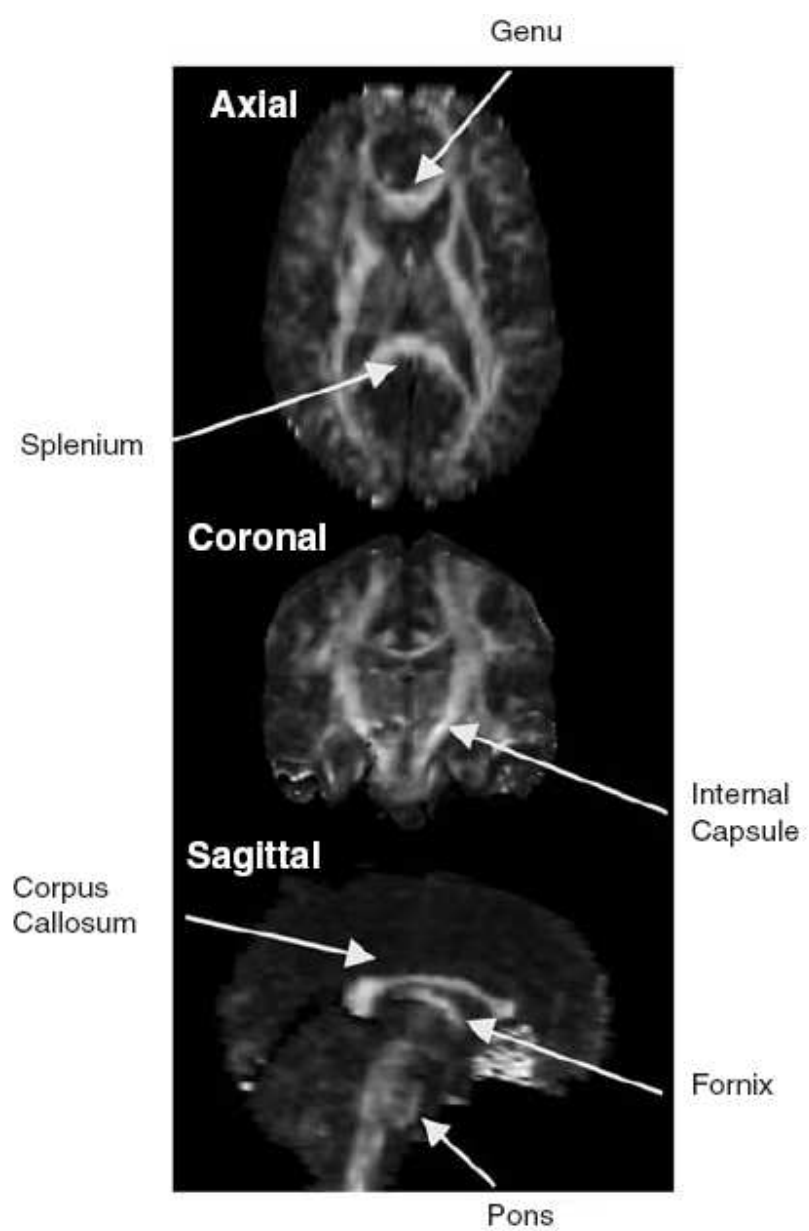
DT-MRI en diferentes*
